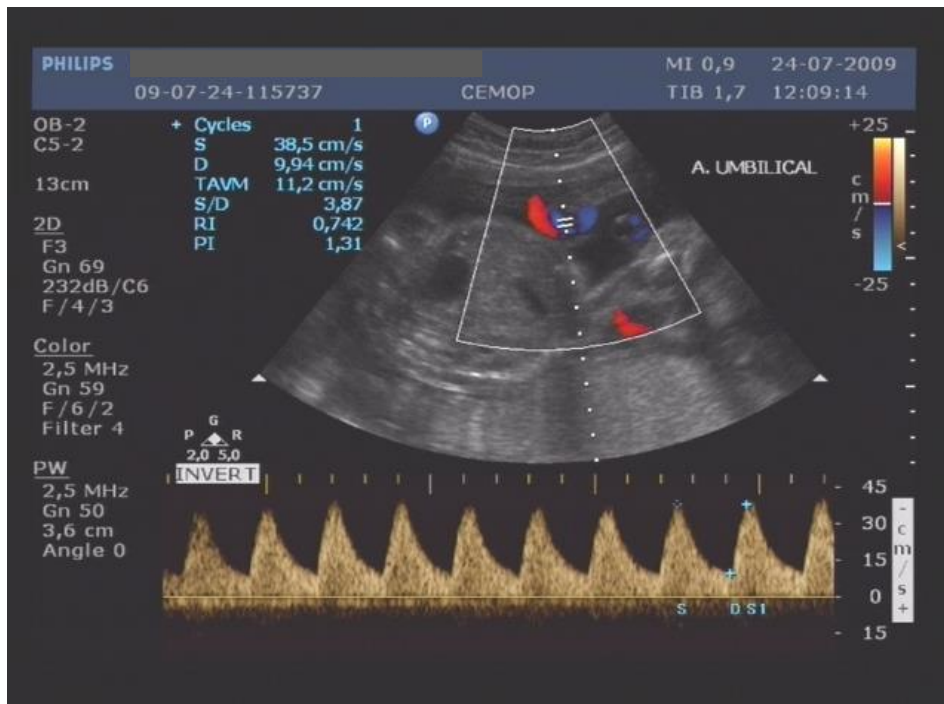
Feto 1 – Análise Doppler velocimétrica da artéria umbilical.
